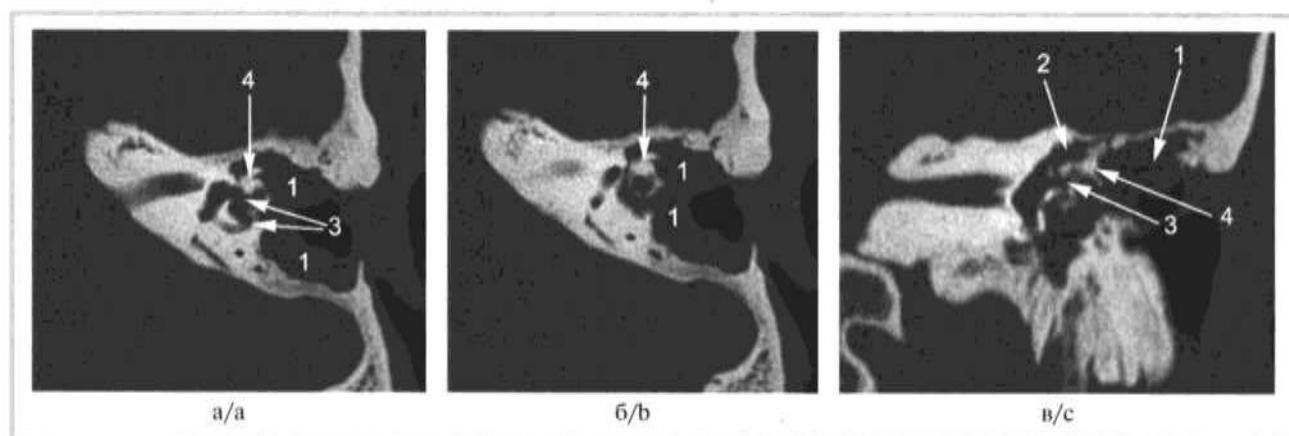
Компьютерная томография левой височной кости.
